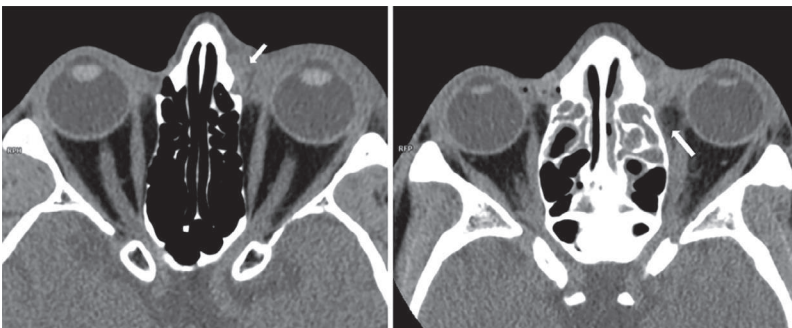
TDM : cellulite préseptale versus cellulite rétroseptale.
